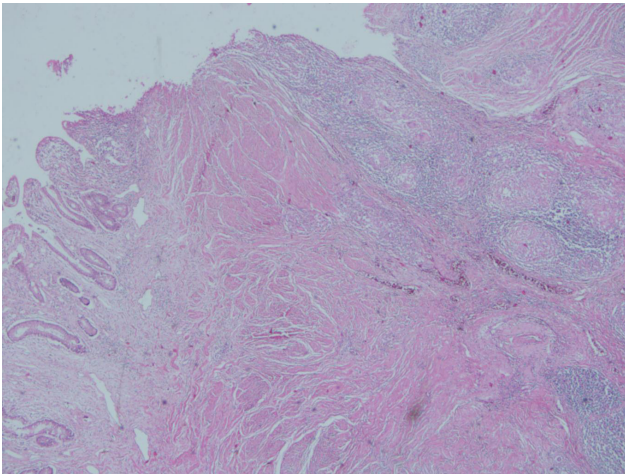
İleoçekal bölgede barsak duvarındaki kalınlaşma Postoperatif takiplerinde bir problem yaşanmadı. Biyopsi materyalinin histopatolojik incelenmesinde; ince ve kalın barsakta transmural tutulum gösteren yaygın granülomatöz enterit ve kolit ile flegmenöz apandisit olarak rapor edildi. Apendiks ve perikolik yağlı dokudan diseke edilen 28 adet lenf düğümünün tamamında non-nekrotizan granülomatöz reaksiyon izlendi. Yapılan Erlich-Ziehl-Neelsen (EZN) boyamasında basil izlenmemekle birlikte morfolojik bulgular ön planda tüberkülozu düşündürmekteydi. Hastanın göğüs tomografisinde bir özellik izlenmedi. Hastaya toplam 9 ay boyunca dörtlü antitüberküloz tedavi protokolü başlanarak takibe alındı. Çalışma öncesi hastaya bilgi verilerek yazılı ve sözlü onamları alındı.
